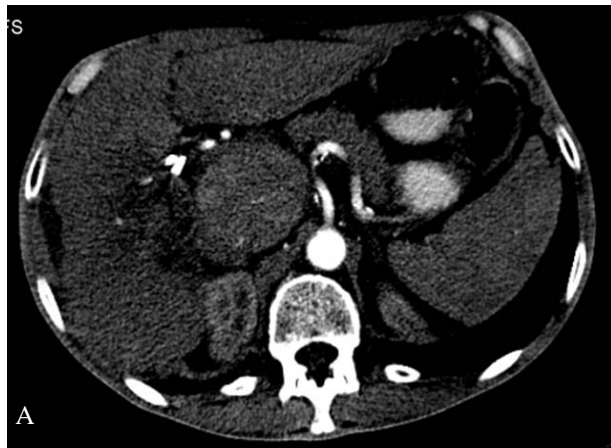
A) A TC evidencia carcinoma hepatocelular hipervascular no lobo caudado B) Após TACE observam-se áreas residuais de captação a que se associam nódulos hipervasculares de novo traduzindo progressão da doença
